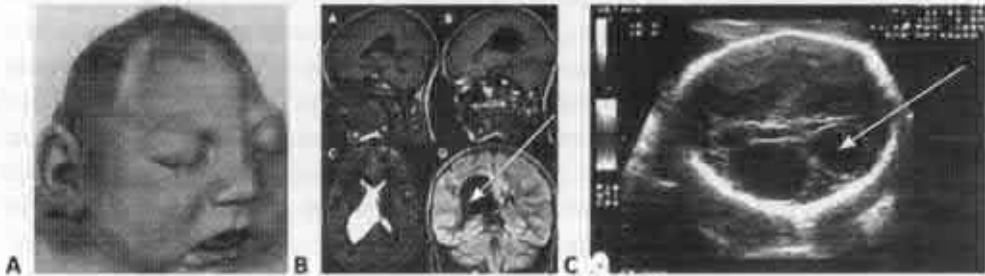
Porencefalie. A. Aspect clinic; [706]; B. Aspect imagistic (cavitate cu aspect de pânză); C. Aspect ultrasonografic (cavități).
